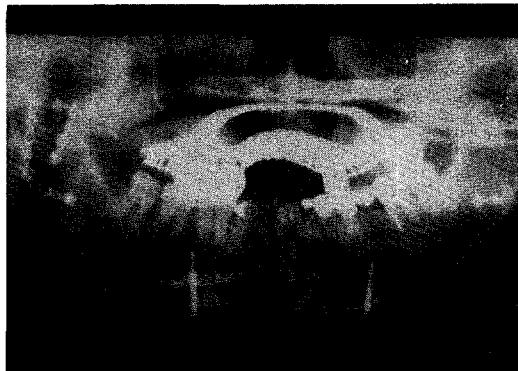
하악 양측 상행지에서 C자형 골절단술과 전진 이부성형술을 시행한 후 Orthopantomogram
